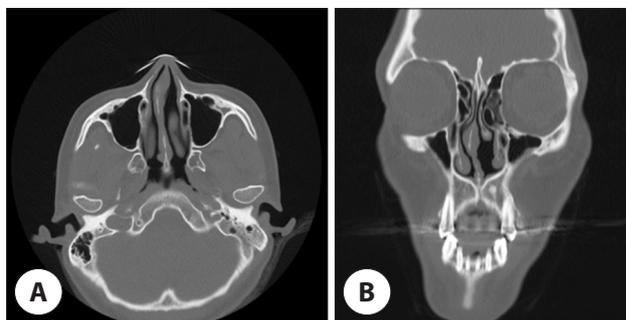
Preoperative computed tomography image of the facial bone showing nasal septal deviation to right. A: Axial view, B: coronal view.
